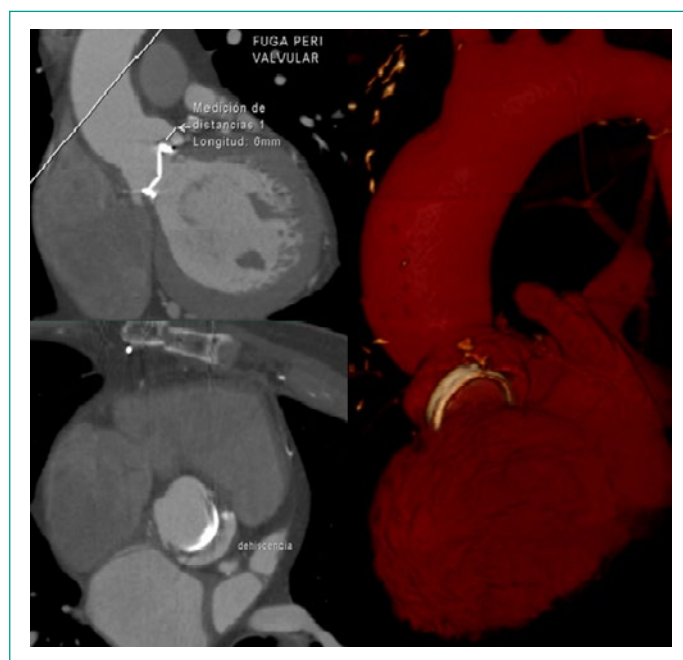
Tomografía con reconstrucción 3D de dehiscencia de prótesis valvular aórtica.
